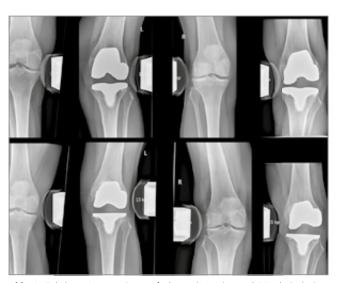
Gehaltene Röntgen-Stressaufnahmen (Extension und 30° Flexion) einer Patientin mit Instabilitätsgefühl nach Implantation der Knietotalprothese. Deutlich vermehrte Aufklappbarkeit lateral als Zeichen einer lateralen Instabilität
